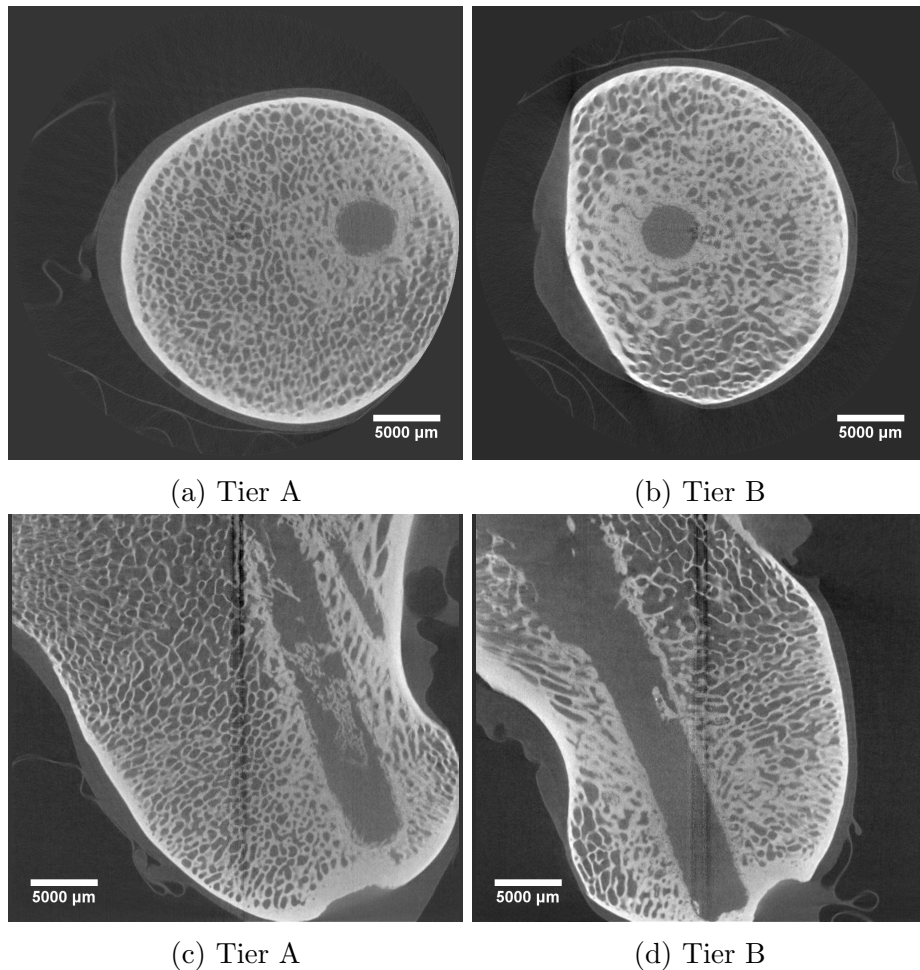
Orthogonale *ex vivo*  $\mu$ CT-Aufnahmen zu den beiden Tieren aus Abbildung 3.8. In den Aufnahmen c & d ist in der Mitte als vertikale Linie ein Rekonstruktionsartefakt aus der  $\mu$ CT-Aufnahme zu erkennen. Im Bohrkanal bei Tier A zeigen sich bereits über eine breite Strecke neue kalzifizierte Strukturen, während bei Tier B kaum neue Knochenmatrix innerhalb des Kanals gebildet wurde.
